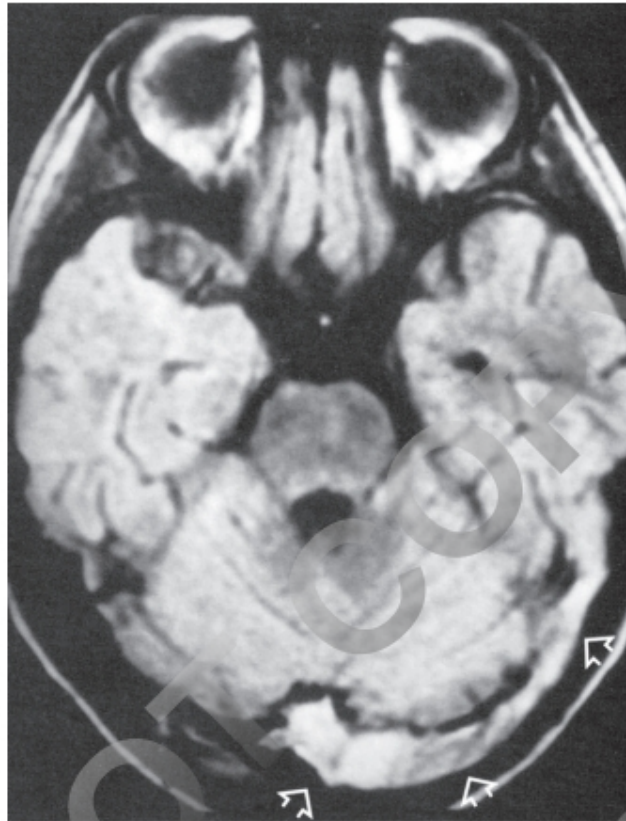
Figura e16.76 RM. Hiperseñal del trombo en el seno lateral.
